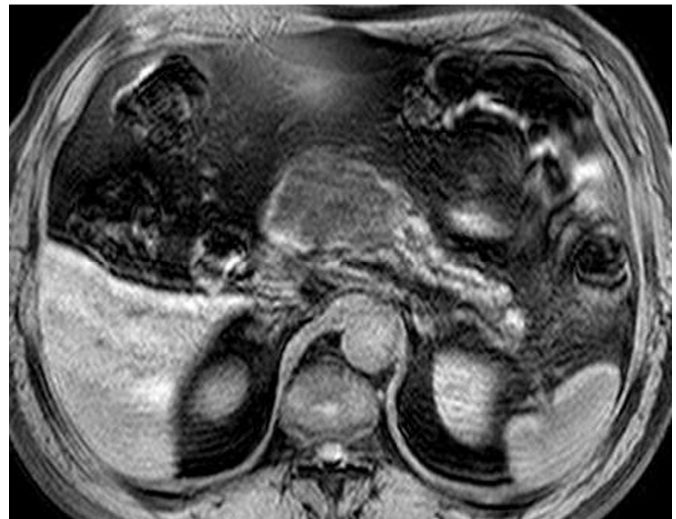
MRI showed hypointense multicystic lesion with dilated pancreatic duct on T1-weighted WATS FS BH sequence.
